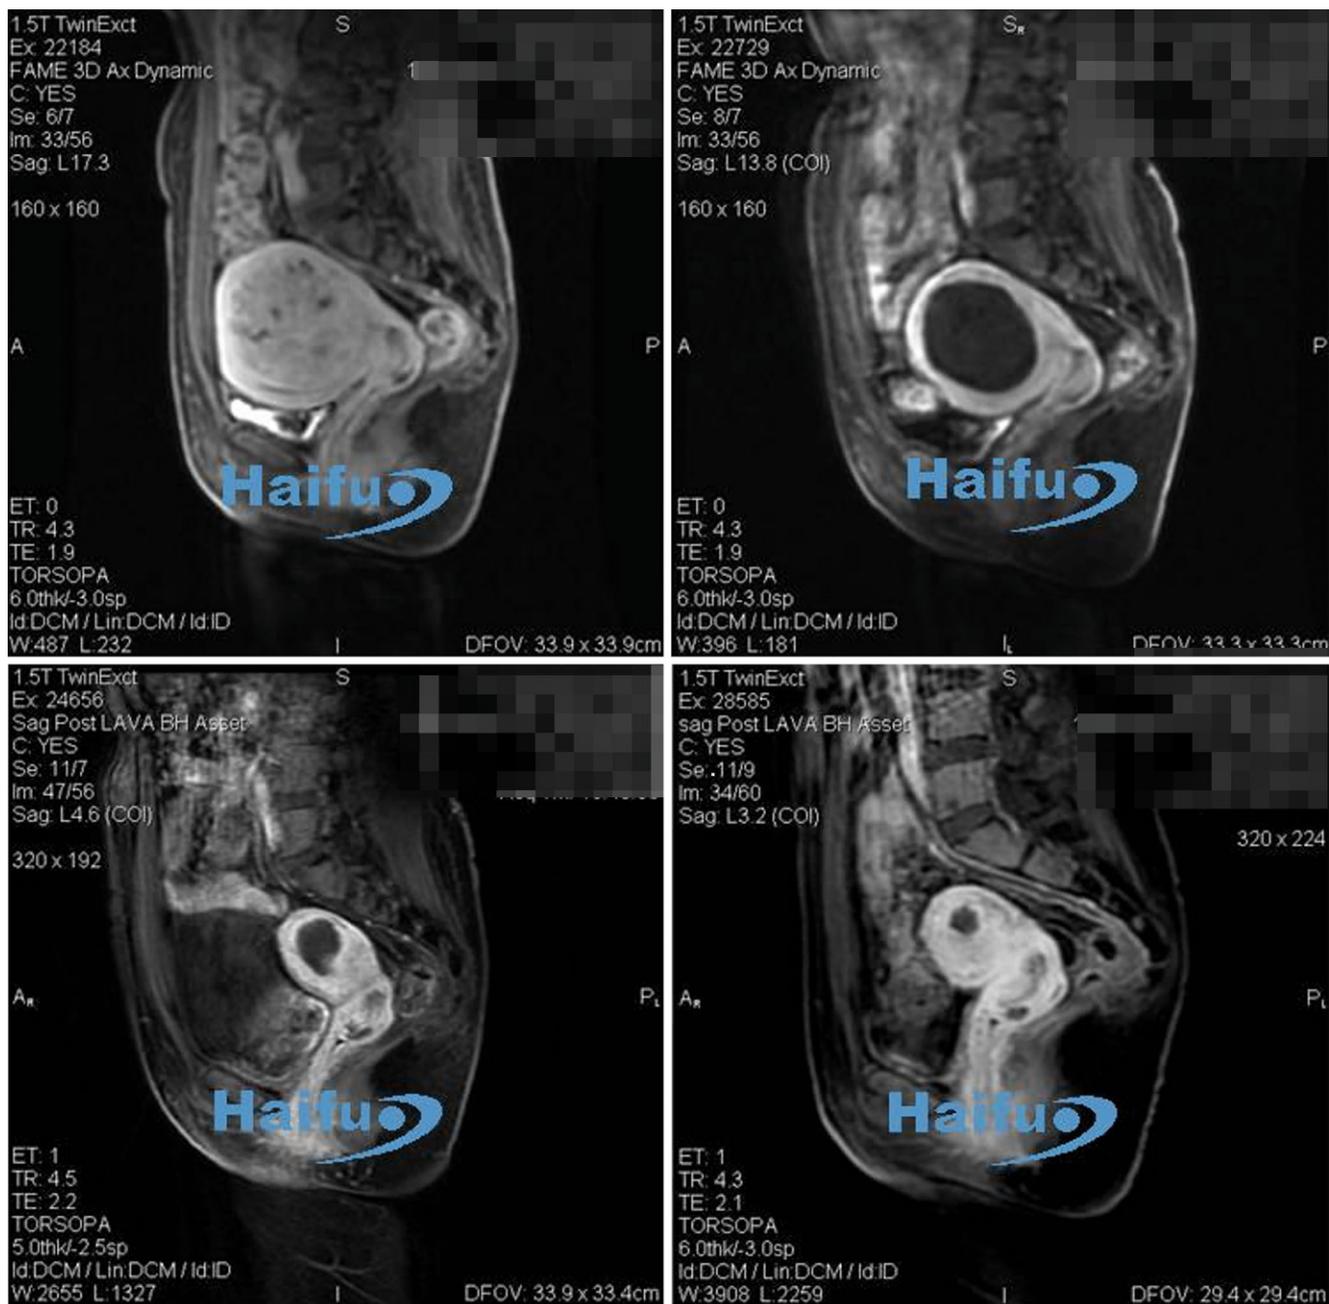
▲ Uterusmyome. Verstärkte MRT-Bildgebung bei einer 37-jährigen Frau mit Uterusmyomen. Vor Behandlung war das Myom stark und aktiv durchblutet. Vierzehn Tage nach Behandlung war es deutlich geschrumpft und nicht mehr aktiv. MRT-Untersuchungen 4,5 und 10 Monate nach HIFU ergaben eine deutliche Schrumpfung der behandelten Myome. MRT Magnetresonanztomographie (© Chongqing Haifu Medical Technology Co., Ltd)
